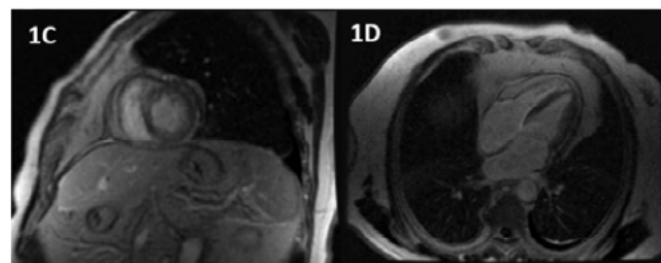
RMC posterior, donde se puede apreciar la ausencia de RTG pericárdico, congruente con ausencia de inflamación activa.
